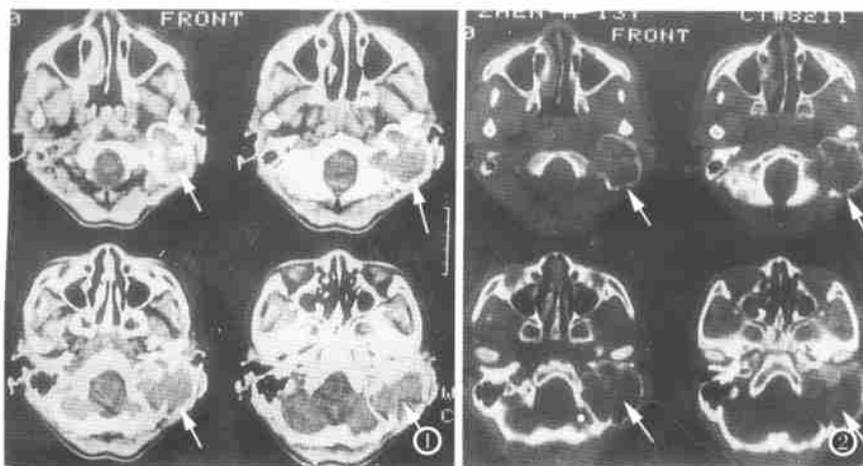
~2 左乳突区见5.0cm×5.0cm大小的边缘清晰的骨质透亮区,呈膨胀性,边缘骨质变薄无硬化,病变范围内呈均匀软组织密度,CT值51HU。
